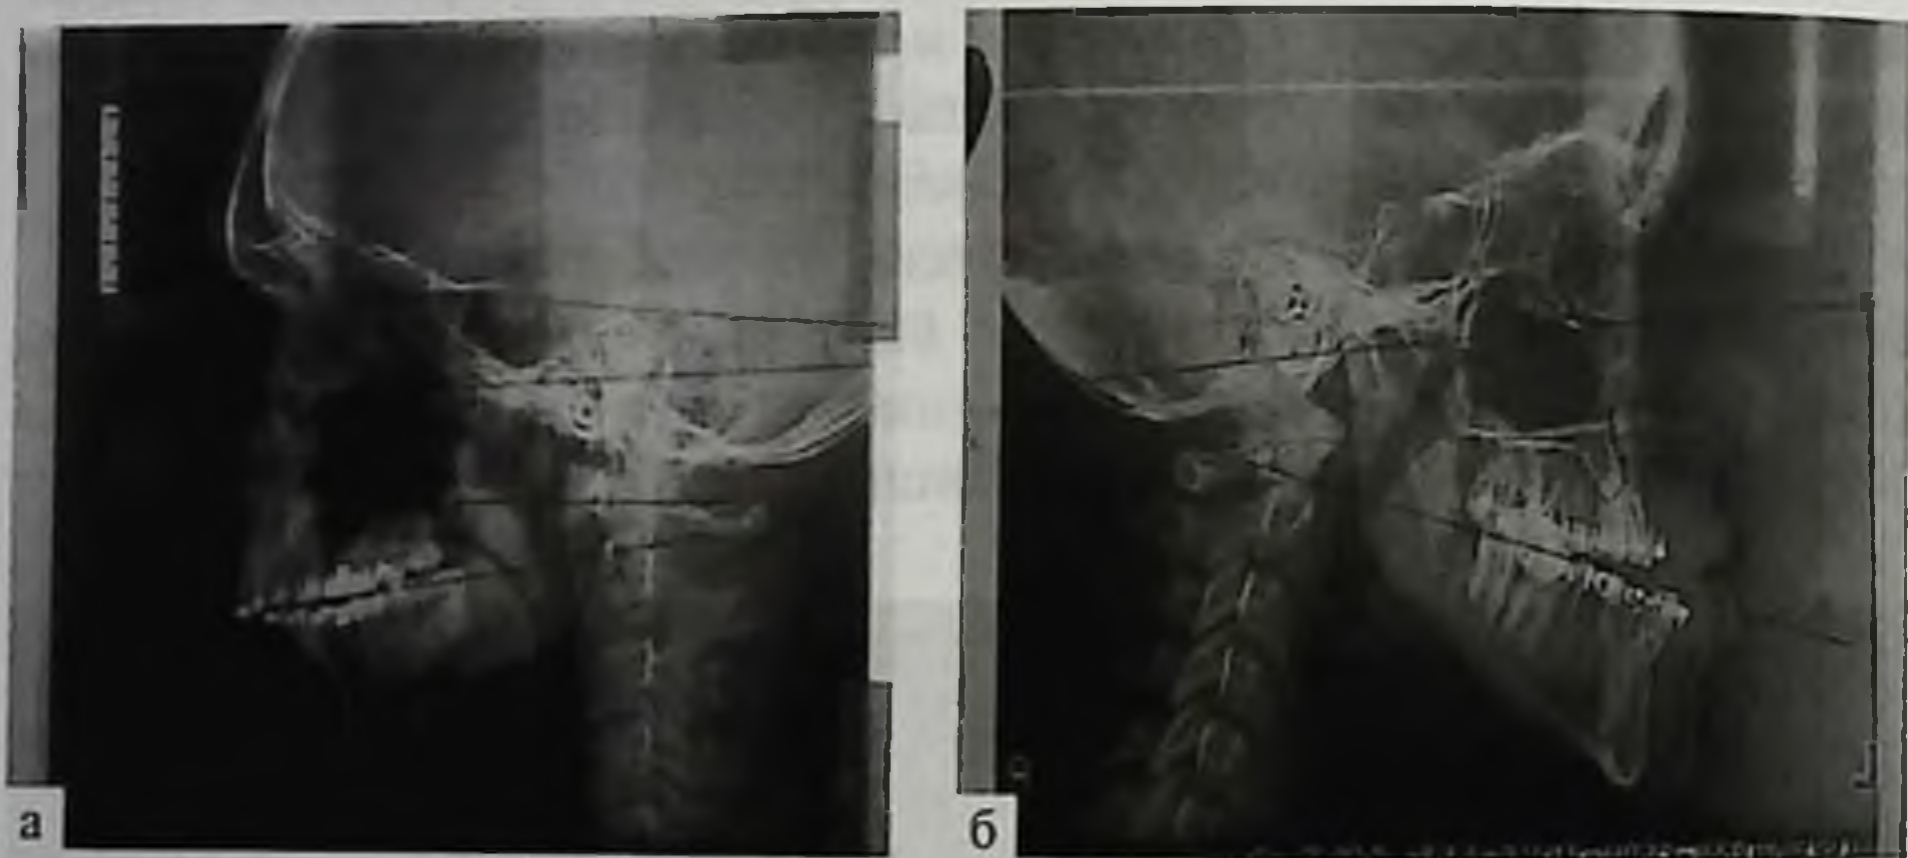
Планирование ортогнатических операций. Примеры расчетов по телерентгенограммам: а — дистальная окклюзия; б — мезиальная окклюзия
